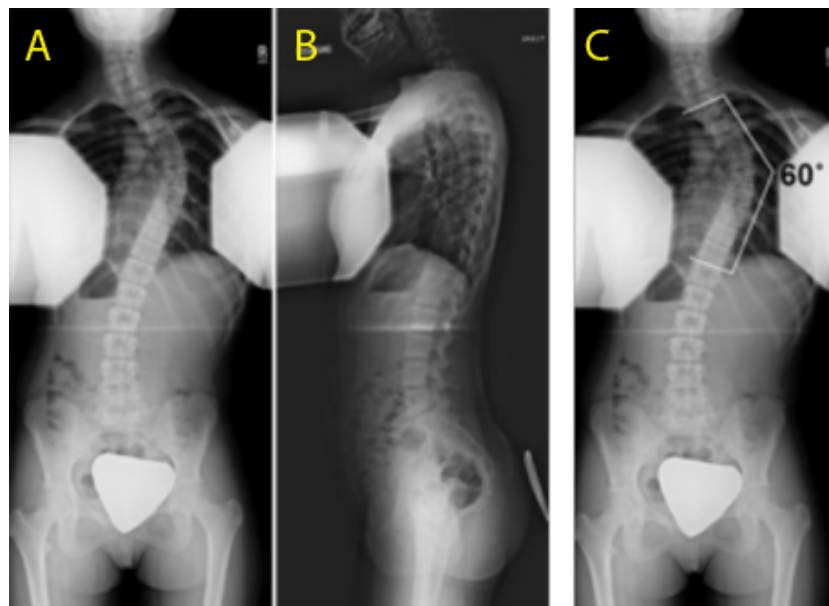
А – АР рентгенограма; В – бічна рентгенограма; С – метод Кобба
